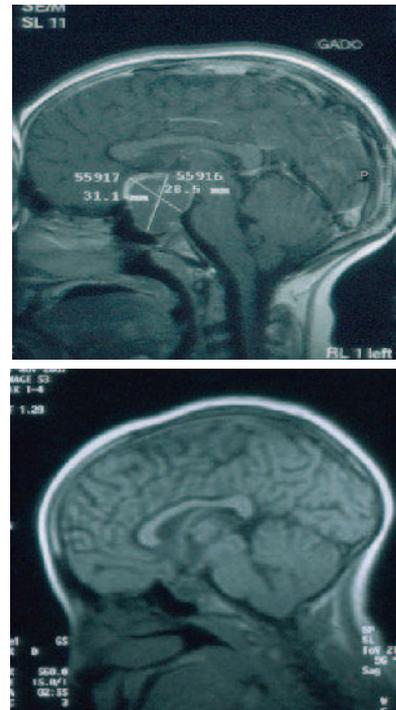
IRM en coupe sagittale T2 montrant le kyste supra sellaire (a). IRM de contrôle avec disparition du kyste (b)
